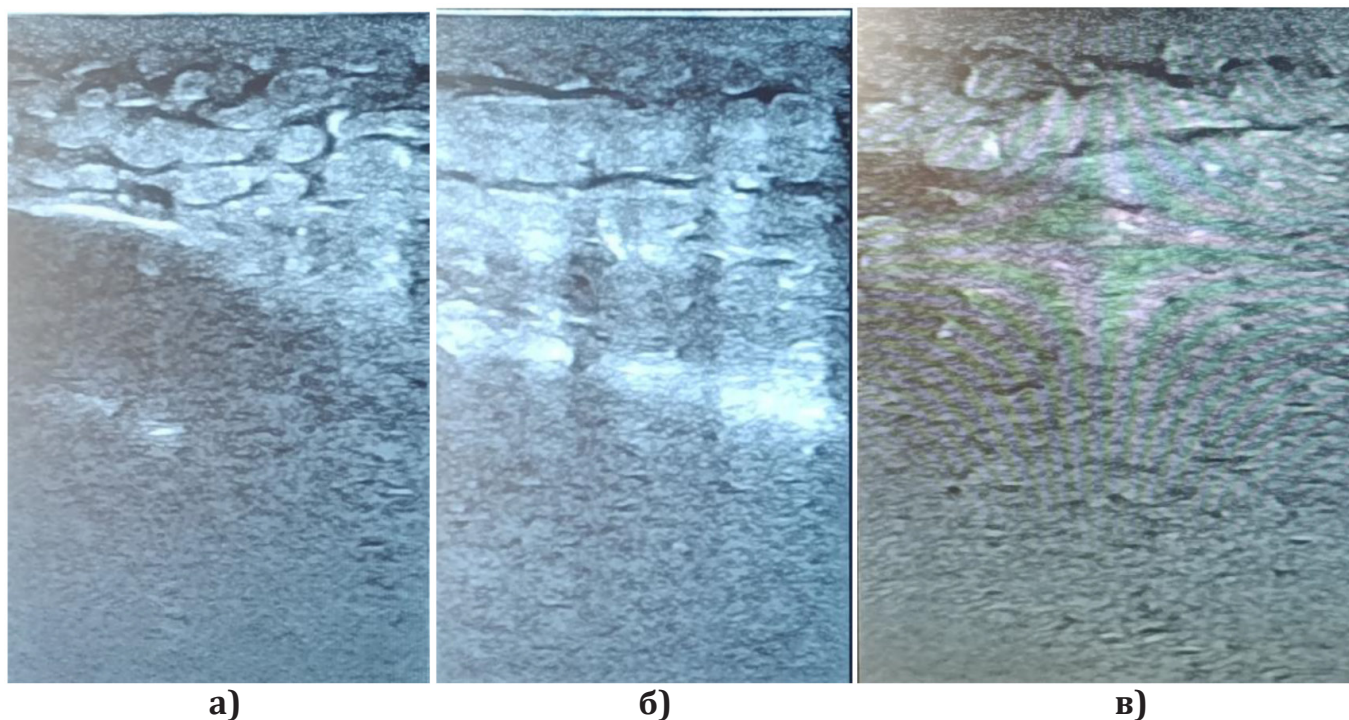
Инфильтративно-воспалительные изменения при некротизирующем фасциите (при УЗИ): а) визуальная оценка;
